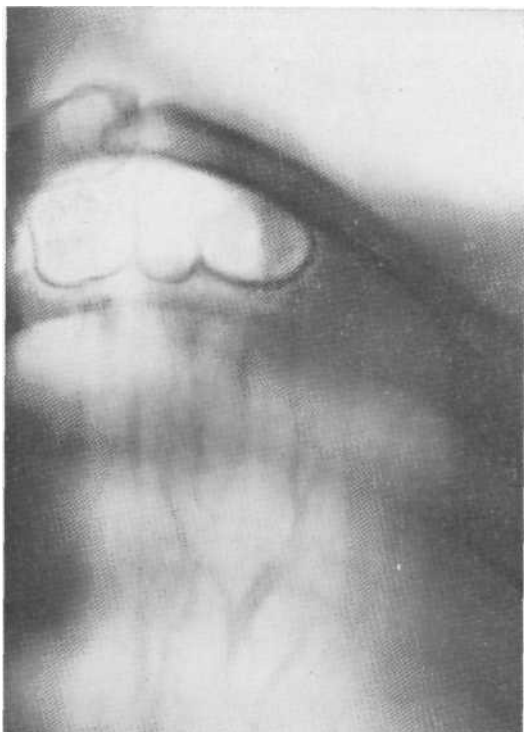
Томограмма в прямой проекции. Субплеврально расположенные эмфизематозные буллы. Примыкающая к плевре наружная их стенка не видна.
